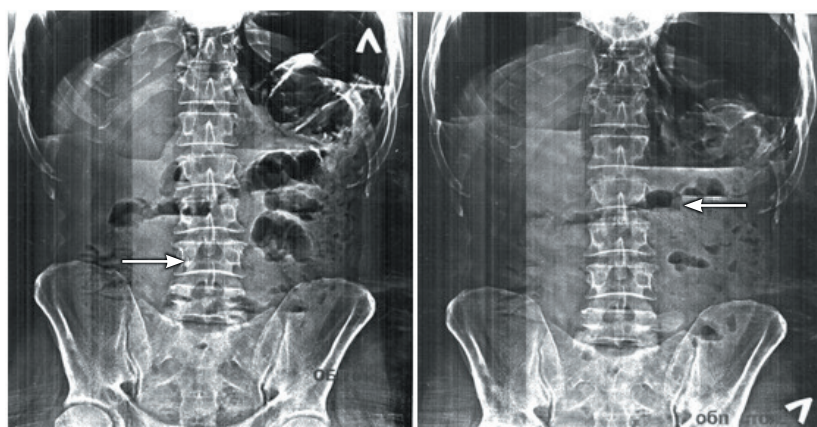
Рентгенография органов брюшной полости пациента 3. Визуализируются расширенные петли кишечника с горизонтальным уровнем жидкости (стрелки)
